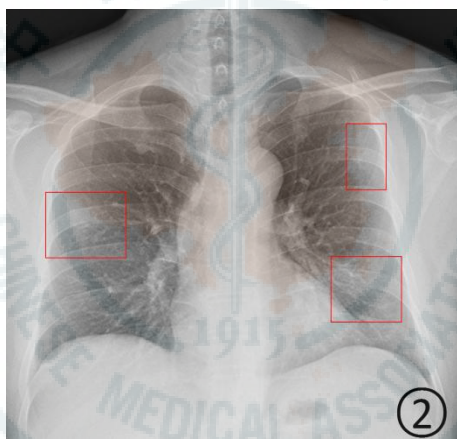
男，43 岁，新型冠状病毒感染的肺炎。胸部平片显示右中肺野和左肺上、下肺野散在斑片状阴影，边缘不清
